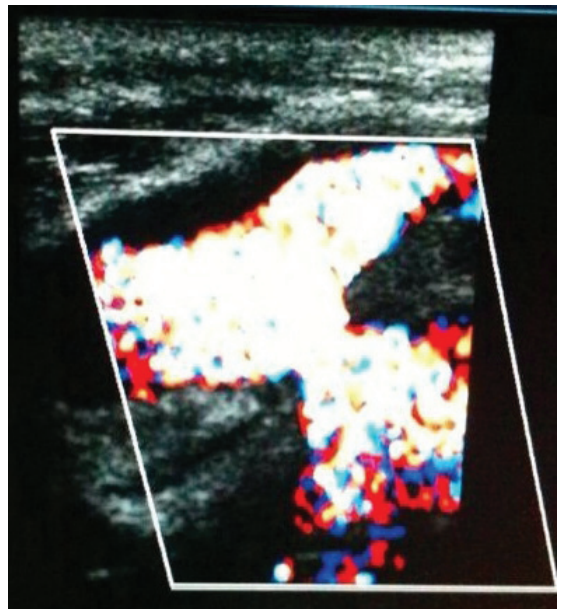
Ultrassonografia com Doppler: pseudoaneurisma da artéria poplítea.
